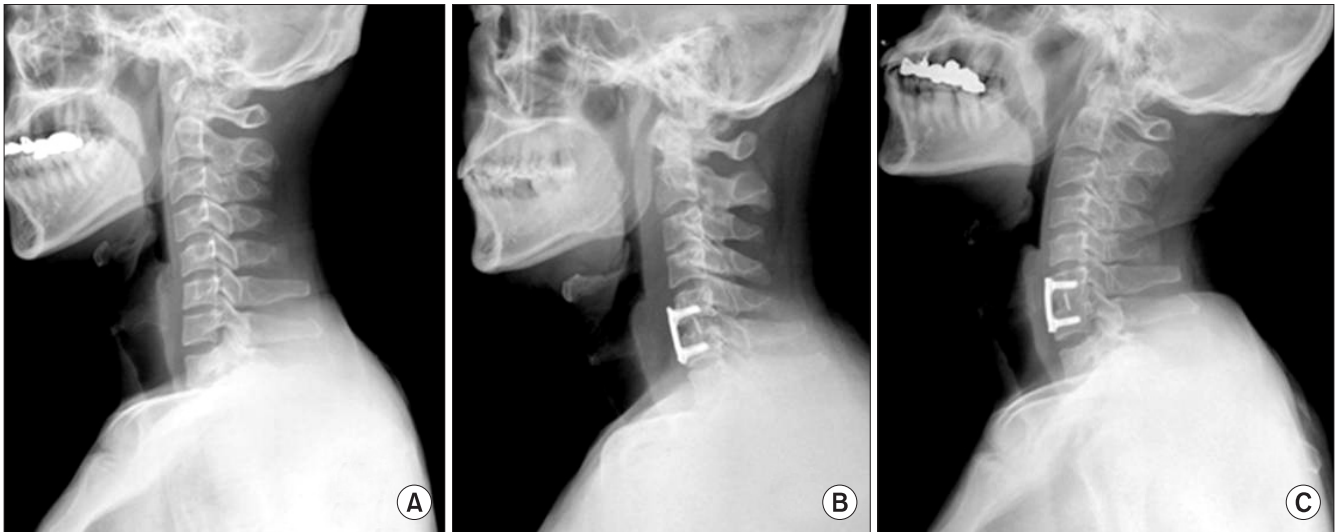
This 27-year-old male patient with a cervical myelopathy and disc herniation at C5-6 underwent anterior cervical discectomy and fusion with a PEEK cage, and plate fixation. (A) Preoperative lateral radiograph shows degenerative disc space narrowing at C5-6. (B) Postoperative lateral radiograph shows the loss of cervical lordosis. (C) Lateral radiograph taken 1 year after surgery shows recovery of cervical lordosis and solid bony union.
